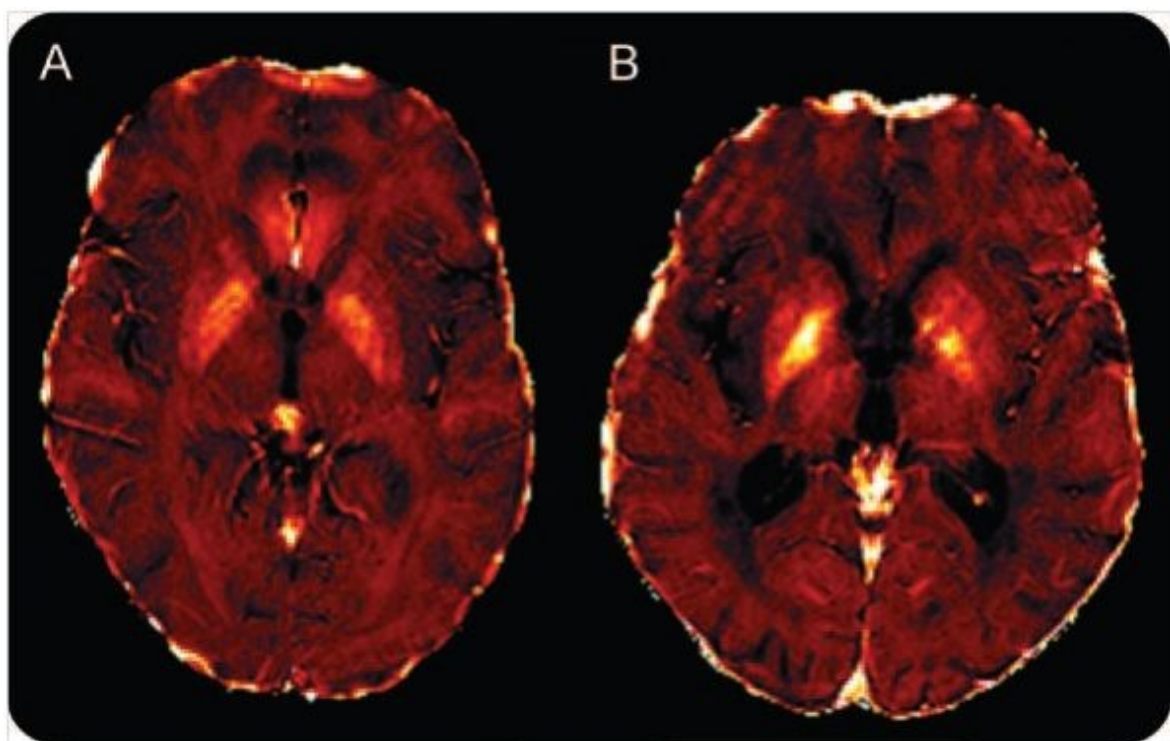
$R2^*$ MRT Aufnahme einer 39 Jahre alten MS Patientin mit CIS (A) und einem 42 Jahre alten Patienten mit RRMS (B)
